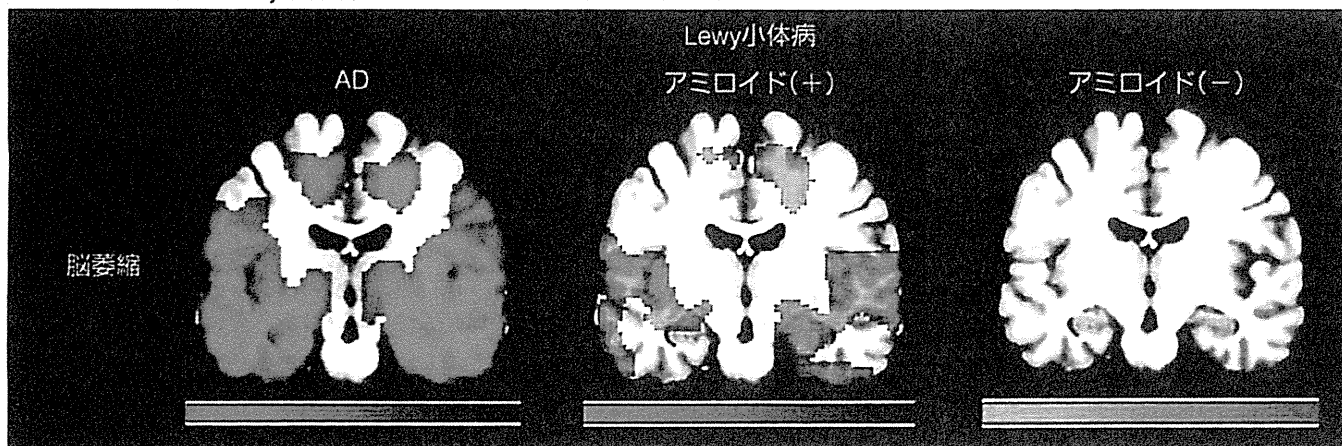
認知症を伴うLewy小体病におけるPIB PET
